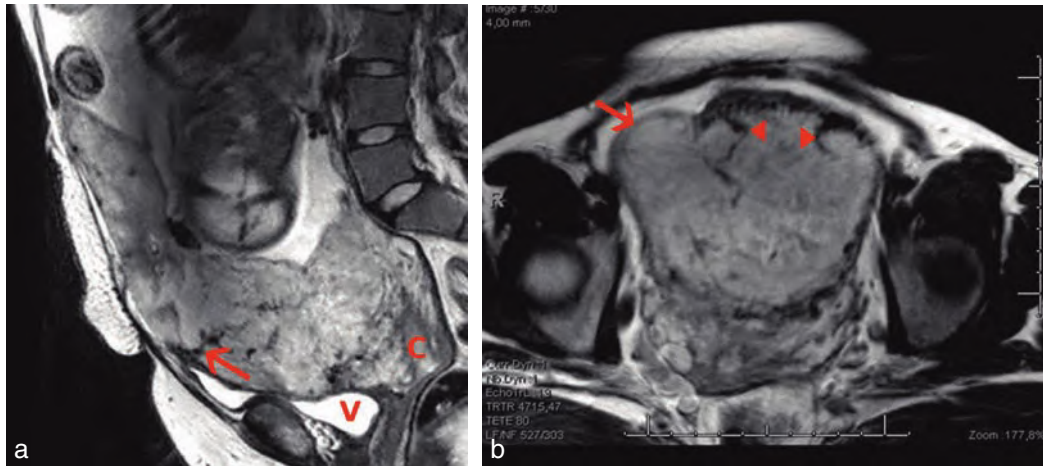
Placenta accreta, IRM. a. Placenta antérieur recouvrant, bande sombre placentaire (→), aspect bosselé et perte du liseré myométrial (au-dessus de la bande sombre) en faveur du caractère accreta (ici, percreta). C : col, V : vessie. b. Placenta hétérogène, bandes sombres (têtes de flèche), aspect bosselé des contours externes et liseré myométrial (→) moins visible en regard du placenta. *Source : clichés du Dr J. Bigot.*
